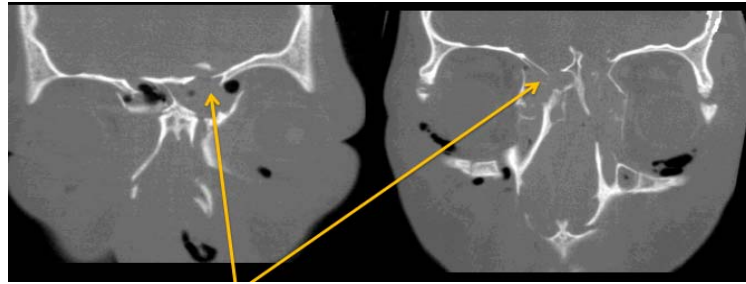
TDM cérébrale, fenêtre osseuse en coupes coronales montrant une fracture de la paroi supérieure du sinus éthmoïdale : communication entre l'espace endocrânien et les cavités sinusiennes éthmoïdales.[210]
